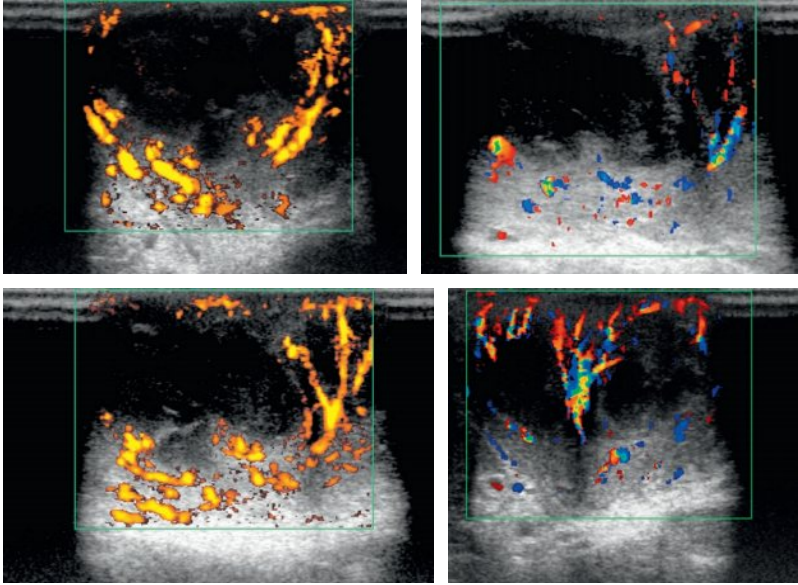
Aspect hypervascularisé de l'espace cellulograisieux entre le testicule et la verge témoignant du caractère aigu de l'inflammation (Doppler couleur et puissance).
